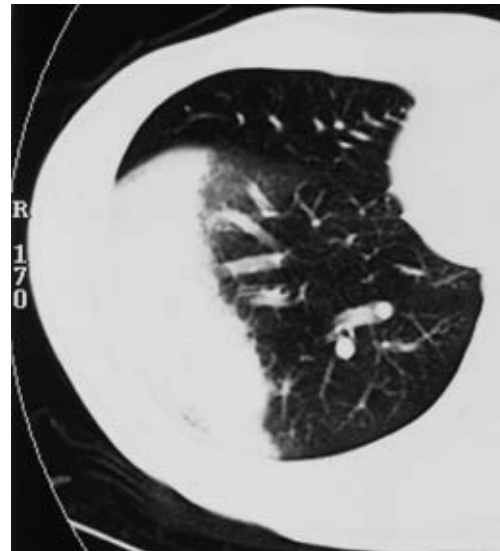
Chest CT scan obtained on admission reveals non-segmental air-space consolidation in the right lower lobe, which was clearly limited to the periphery of the lung.
